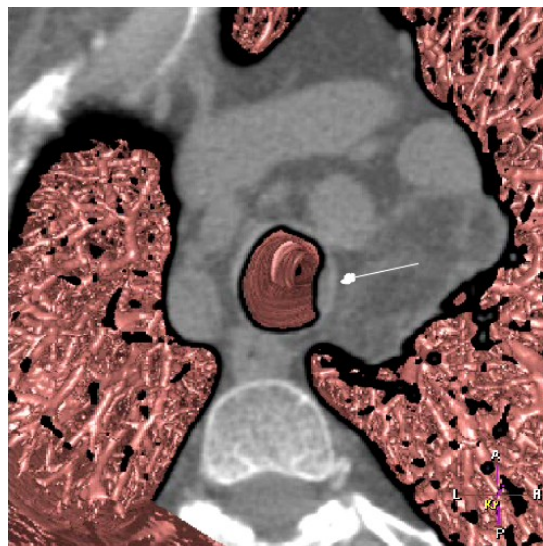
CT/VB-Hybrid-Darstellung der Trachea; Patient Nr.27
